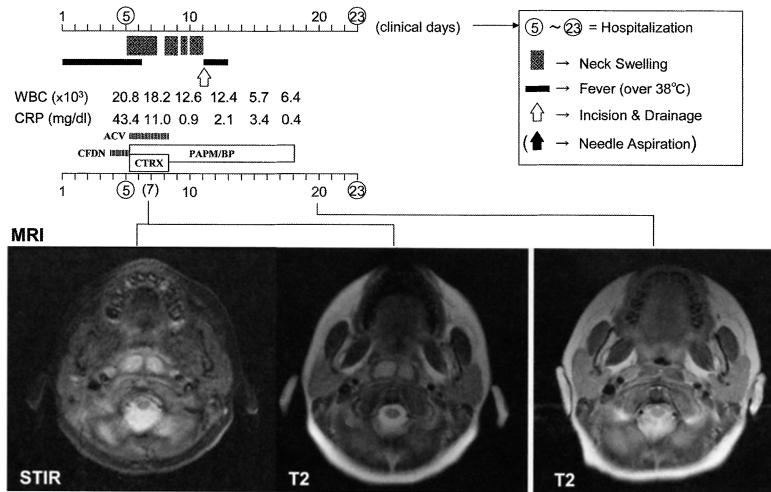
Clinical course and MRI of Case 1 (with scheme instruction)
